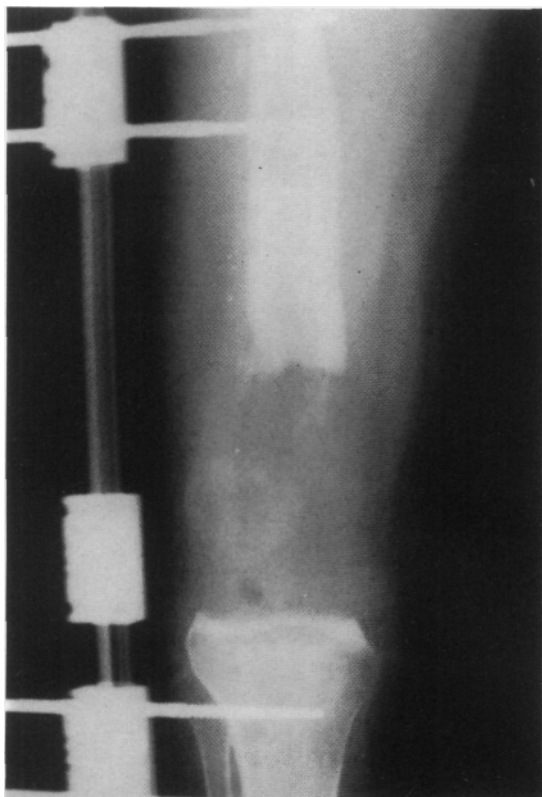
Radiografía luego del retiro de la endoprótesis.
